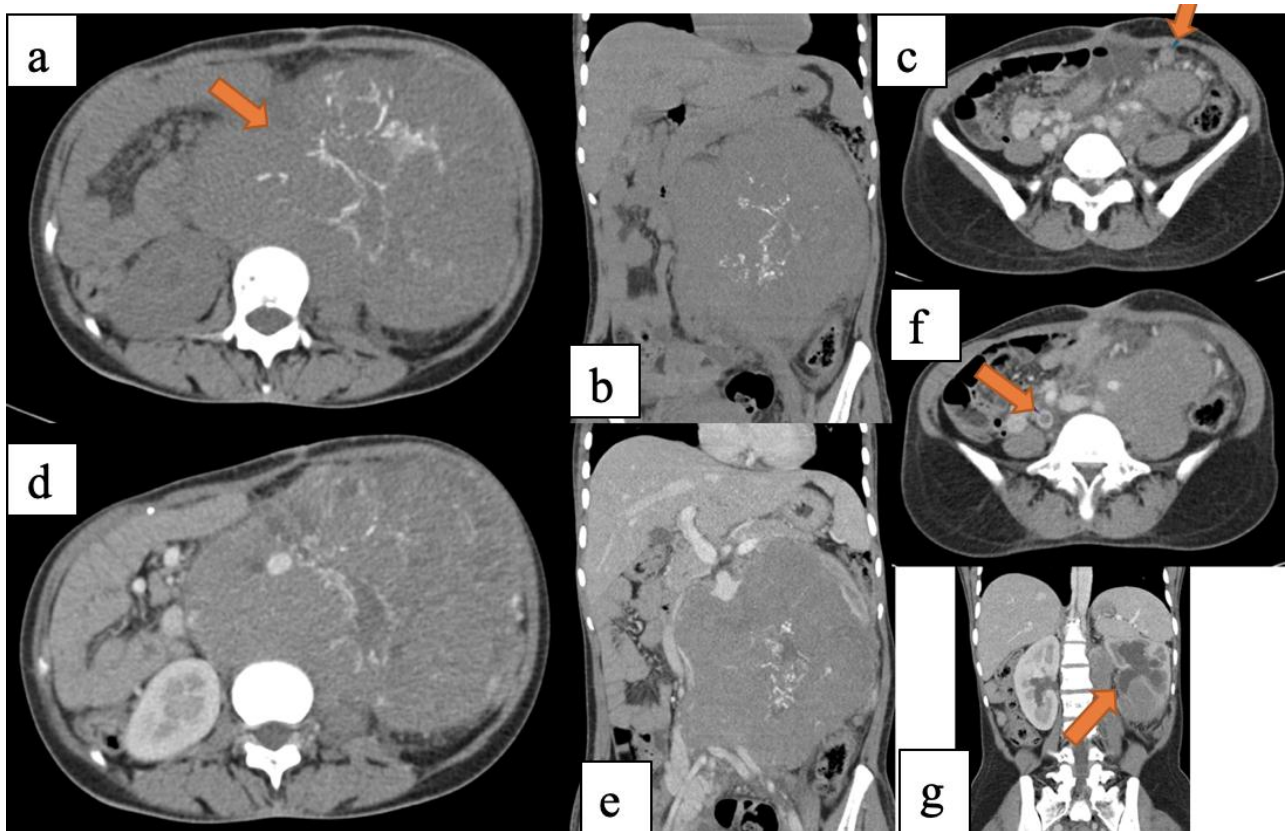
TDM en coupes axiales et en reconstructions coronales avant (d) et après injection de PDC (a, b, c, e, f). Neuroblastome abdominal. Fille de 13 ans. Volumineuse masse rétro-péritonéale latéralisée à gauche, de densité tissulaire hétérogène siège de calcifications éparses centrales, faiblement rehaussée après injection de PDC, dépassant la ligne médiane, infiltrant le psoas, le hile rénal avec urétéro-hydronephrose et englobant les gros vaisseaux. Il s'y associe des adénopathies mésentériques. Noter la thrombose de la veine iliaque primitive droite (→)
